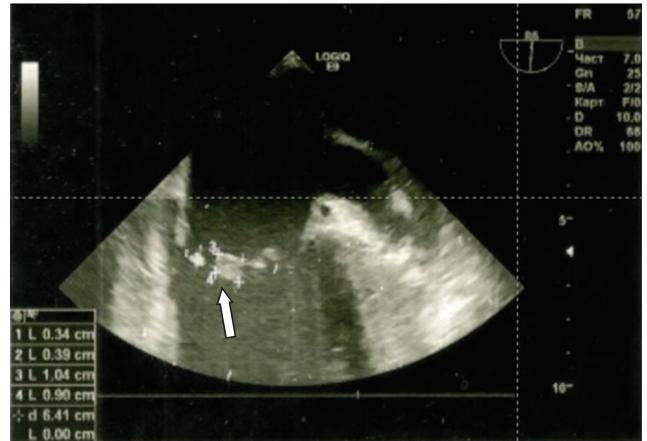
Чреспищеводная эхокардиография. Две вегетации на передней створке митрального клапана 0,34*0,39 см и 1,04*0,9 см в диаметре (указаны стрелкой)
